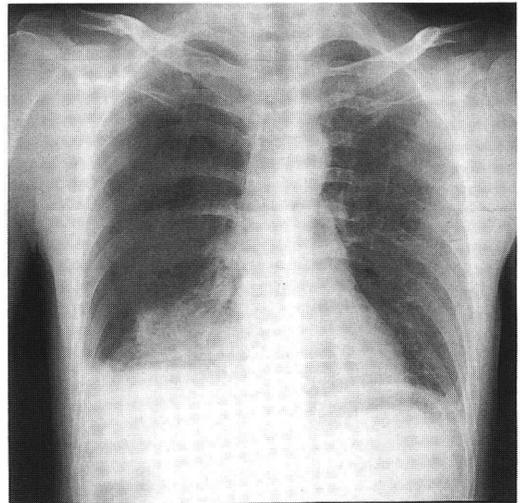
来院時単純X線写真(症例1): 右肺が縮小しており右胸腔内に液体が貯留している。
